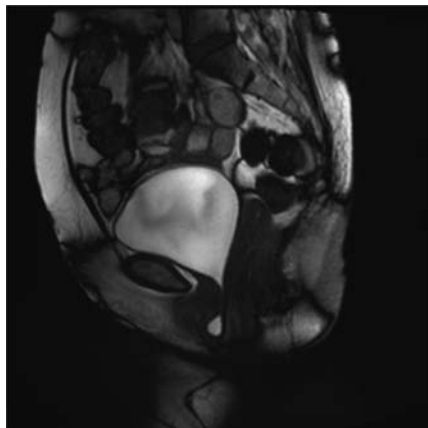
HASTE image of MRI (sagittal plane) showing cystocele.
